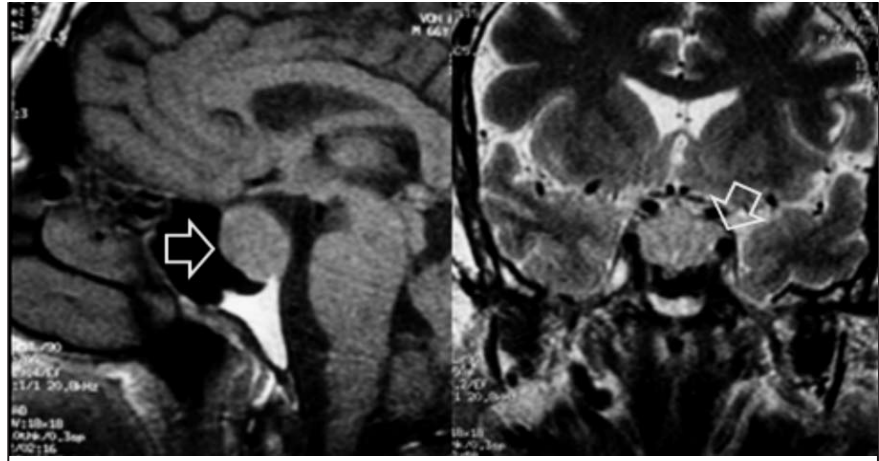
resonancia magnética cerebral en cortes sagital y coronal donde se observa lesión selar con infiltración al seno cavernoso.
